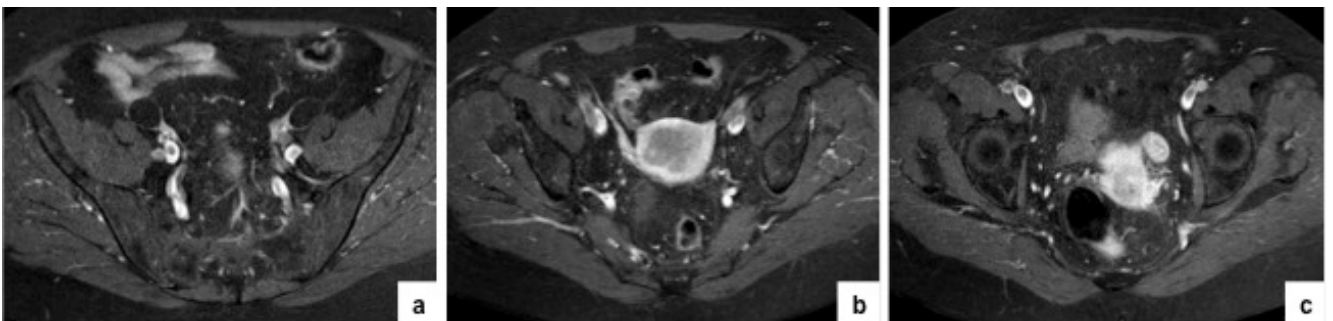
Imagens de RM ponderadas em T1 com saturação de gordura no plano axial, após administração de contraste paramagnético (a, b, c).
